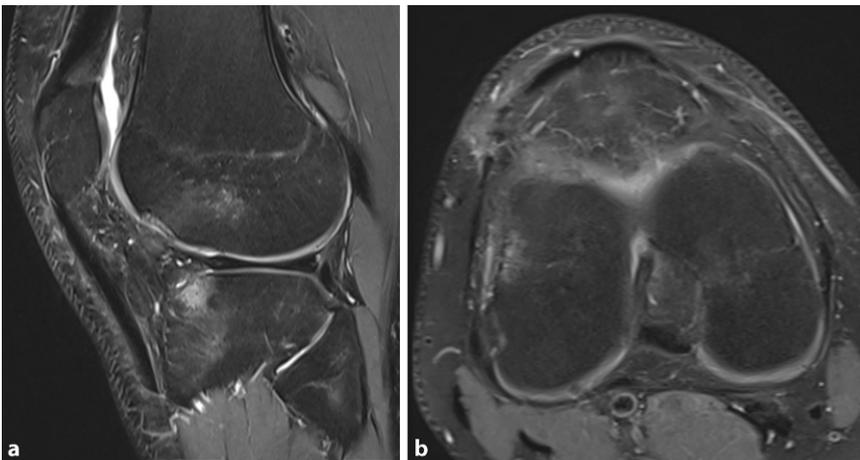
▲ a MRT-Kontrolle 6 Monate postoperativ sagittal. b Axiale Aufnahme: autologes Chondrozytentransplantat (ACT) im Niveau zum umliegenden Knorpel
